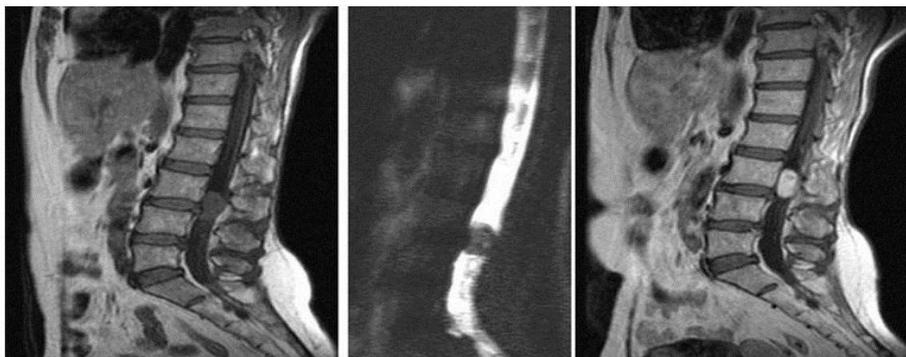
De izquierda a derecha: secuencias sagitales de columna lumbosacra T₁ simple, mielorrresonancia y T₁ poscontraste que evidencian el meningioma intra raquídeo hipercaptante responsable del cuadro clínico.
